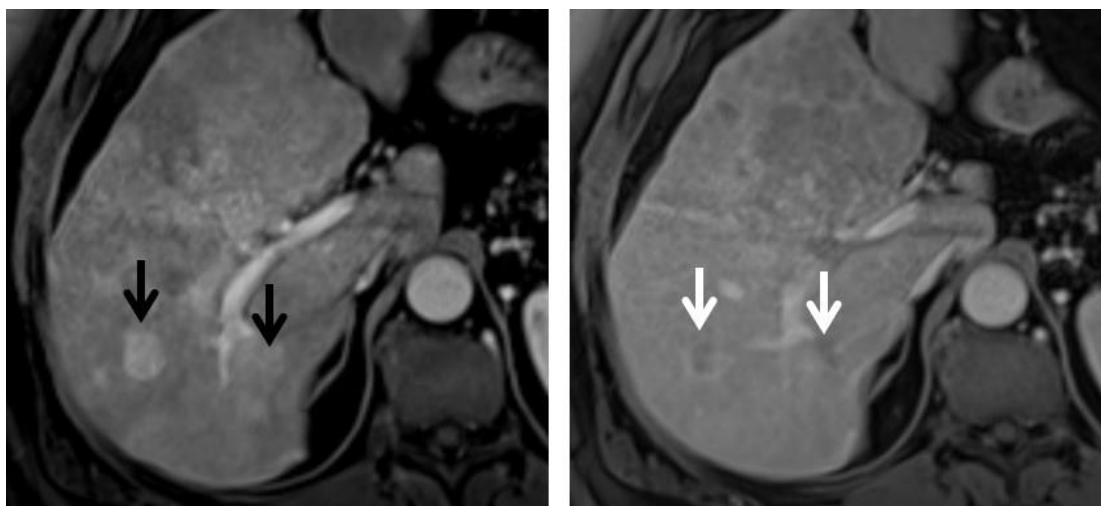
Пациент 60 лет с гепатоцеллюлярным раком. МРТ показывает гиперваскулярные очаги до 2см диаметром в артериальную фазу контрастирования (черные стрелки), с патологическим вымыванием в порто–венозную (белая стрелка)
